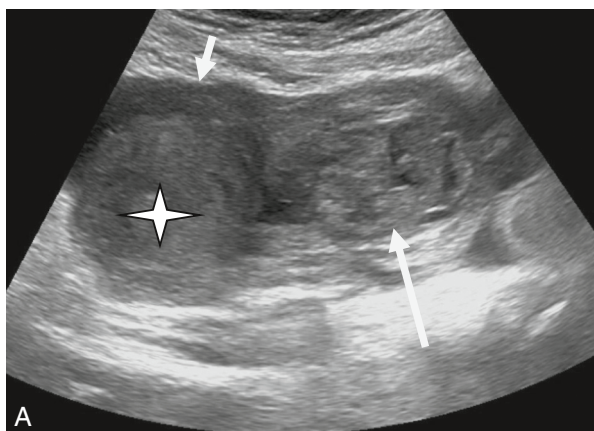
Échographie pelvienne sus pubienne : rupture de kyste lutéal hémorragique.
